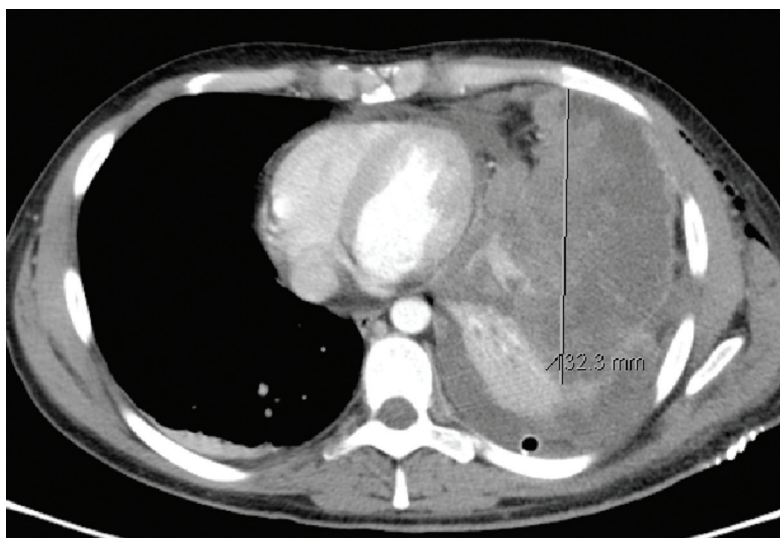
IMAGEM DE TAC TORÁCICA DEMONSTRANDO VOLUMOSA MASSA QUÍSTICA ESQUERDA E DERRAME PLEURAL HOMOLATERAL
